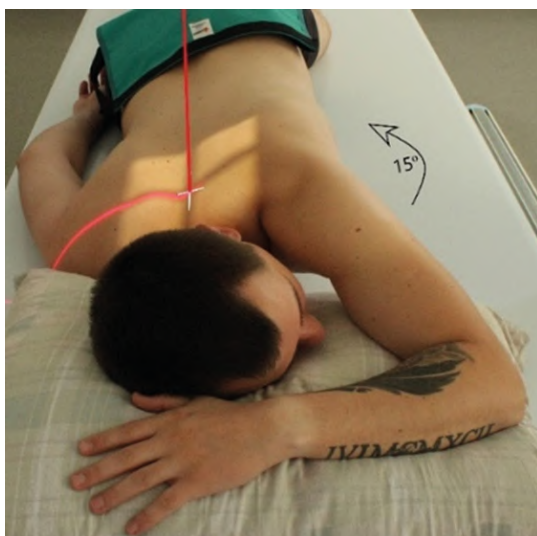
Рентгенография грудино-ключичных сочленений. Передняя косая проекция
